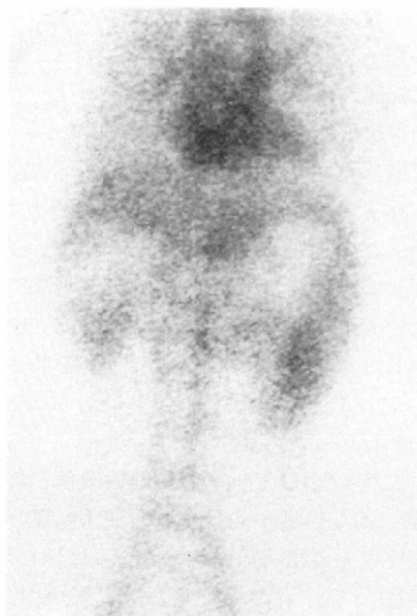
The scintigram of the patient with fatal liver failure showed the most prolonged blood pool visualization. The blood pool is visualized more remarkably than the liver even at 60 min after the injection.
